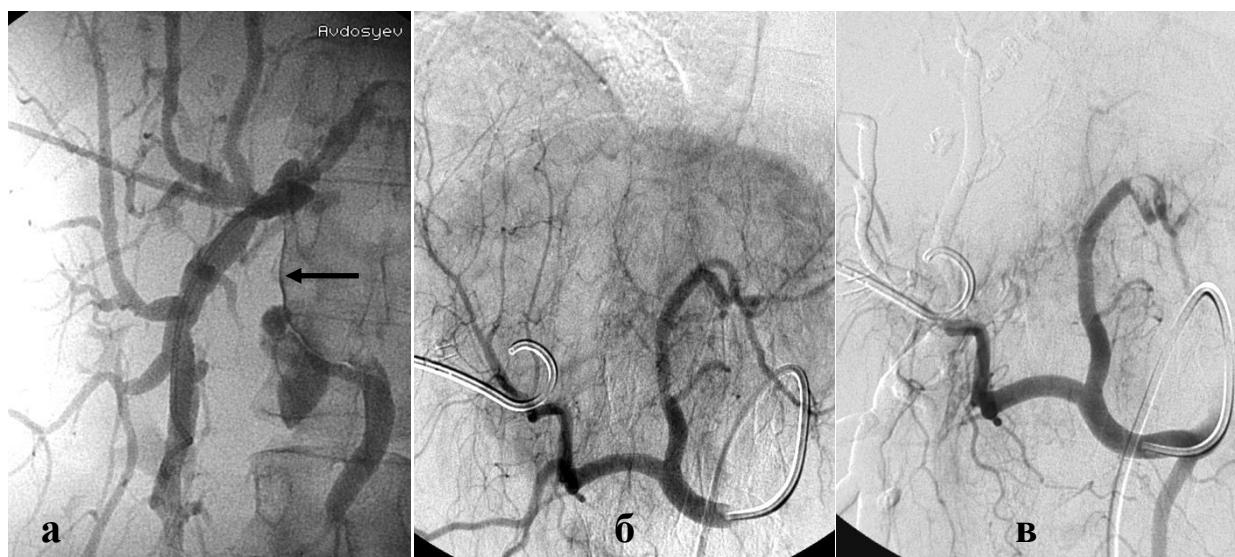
Холангиограмма и селективные ангиограммы больного с опухолью левой доли печени и механической желтухой после комбинированного рентгенохирургического лечения (ЧЧХД в сочетании с ВАХЭ опухолевых сосудов печени). Холангиограмма (а) после ЧЧХД: определяется сдавление холедоха опухолью ниже слияния правого и левого печеночных протоков. Ангиограммы до (б) и после (в) эмболизации опухолевых сосудов левой доли печени.
